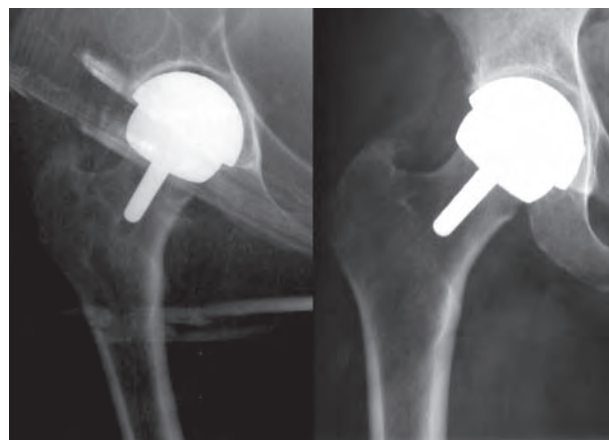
Artroprotesi di rivestimento con componente acetabolare rivestita di idrossiapatite. Radiografia postoperatoria (a); radiografia eseguita sei mesi dopo l'intervento. È possibile osservare la neoformazione ossea tra la coppa metallica rivestita e l'osso della cavità acetabolare (b).
